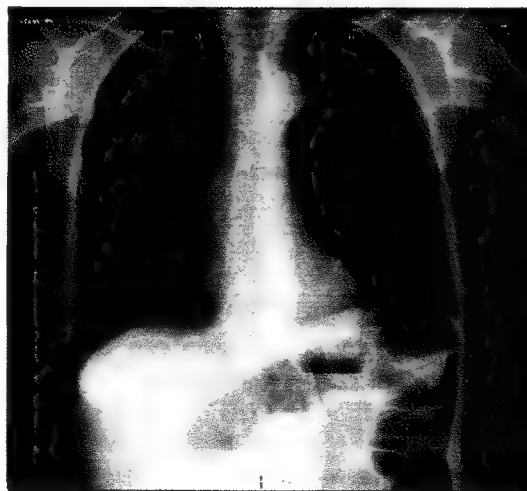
Radiografie abdominală simplă.
